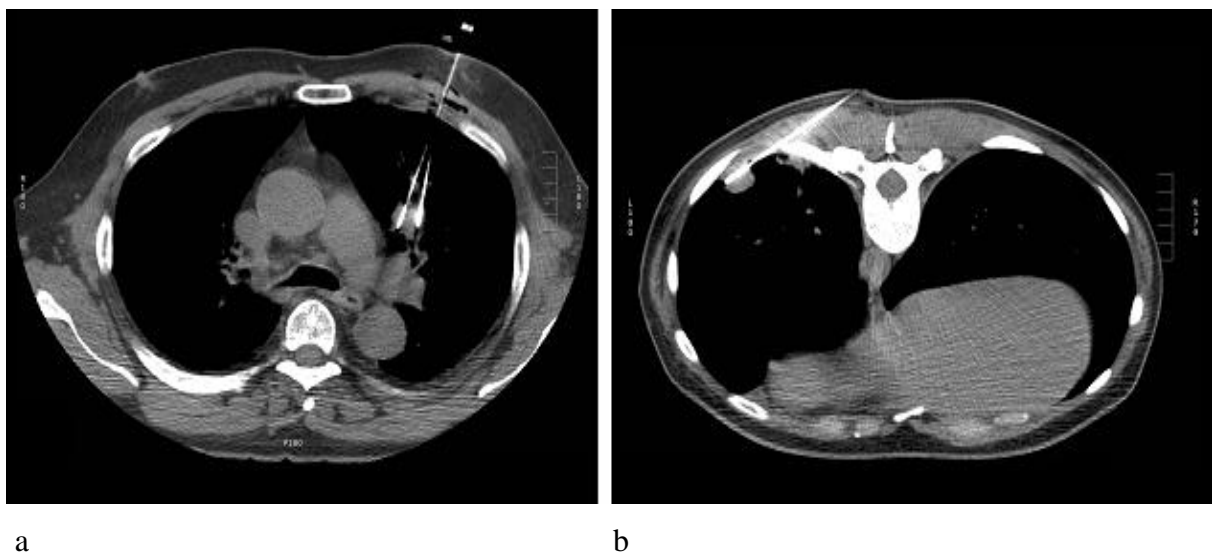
CT-Bilder der Lungen-LITT: ein Laserapplikator in einer (a) zentralen und einer (b) peripheren Metastase.
